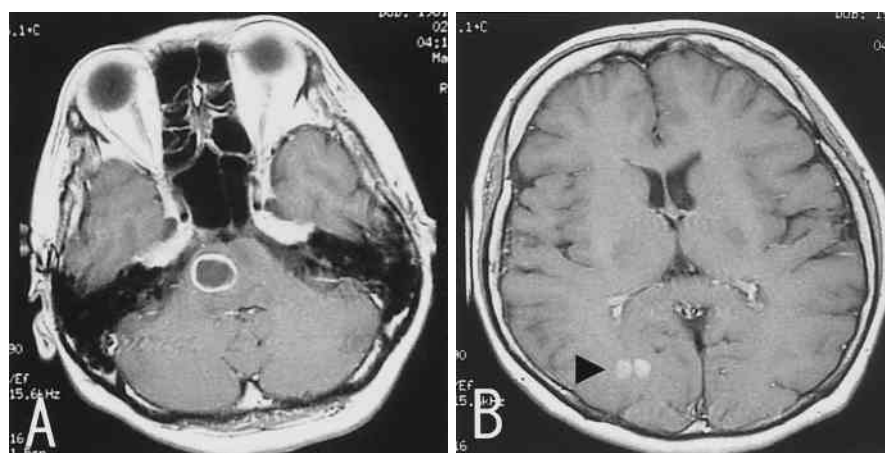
Gadolinium-enhanced MRI scans before gamma knife radiosurgery
